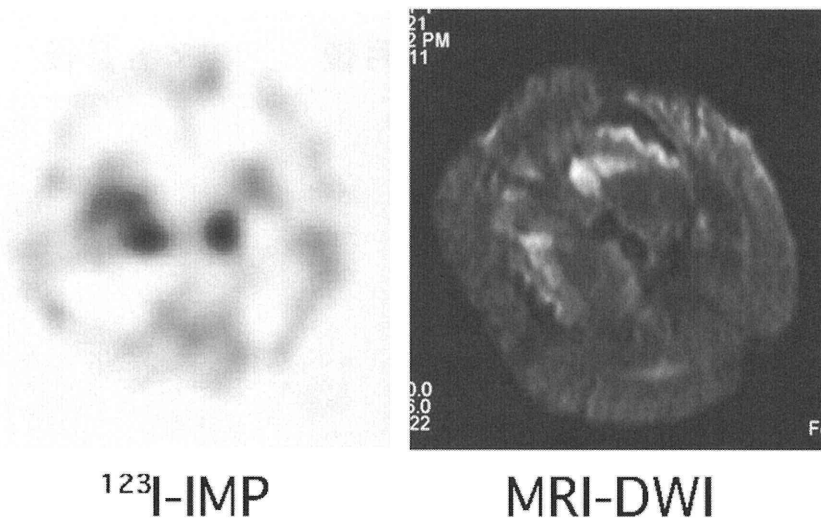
脳血流シンチグラフィと DWI の比較 (3か月後)。
